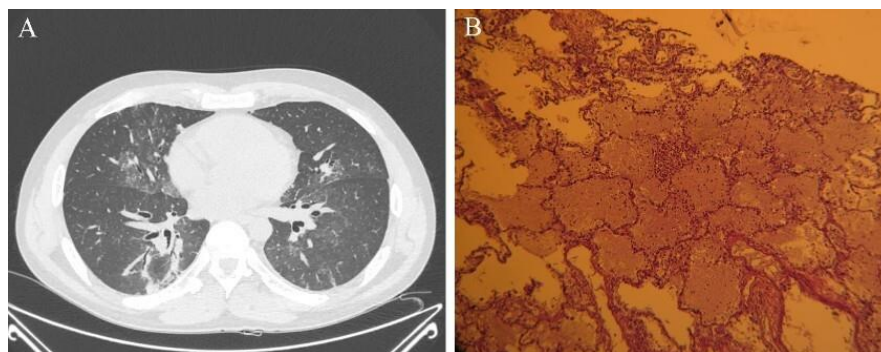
Immagine TC del torace con rilievo di interessamento polmonare con impegno interstiziale con aspetto a vetro smerigliato (A); biopsia polmonare compatibile con quadro di vasculite ed alveolite emorragica (B).
